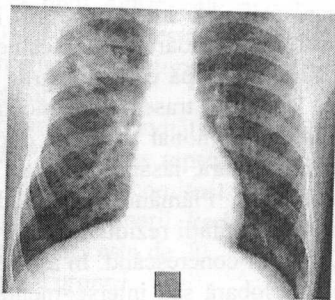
Radiografie toracică al aceluiași bolnav la 1,5 ani după operație.
